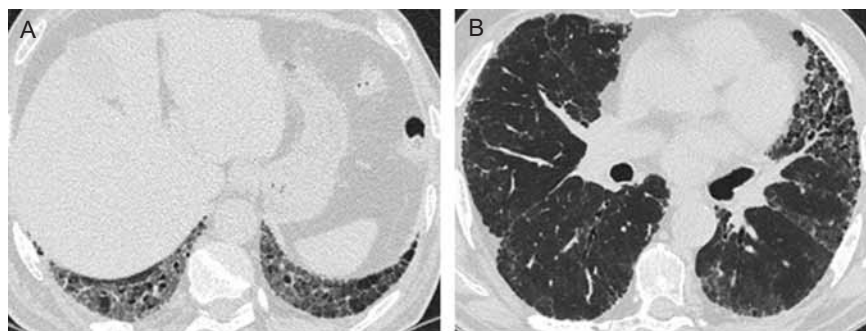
Baseline high resolution computed tomography of the patient M. demonstrates the pattern of usual interstitial pneumonia (heterogeneous lesions such as reticular attenuations, traction bronchiectasis under the background of small-sized ground glass opacities predominantly located in subpleural and basal lung areas). Honeycombing and signs inconsistent with UIP are not found
